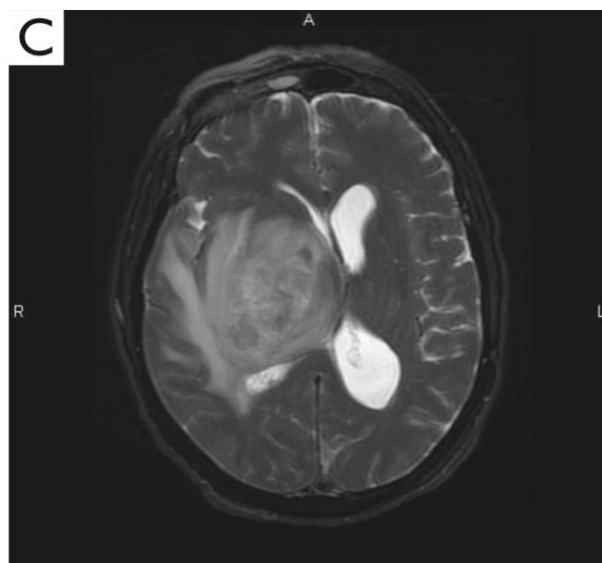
MRI pesata in T2 in sezione assiale.
